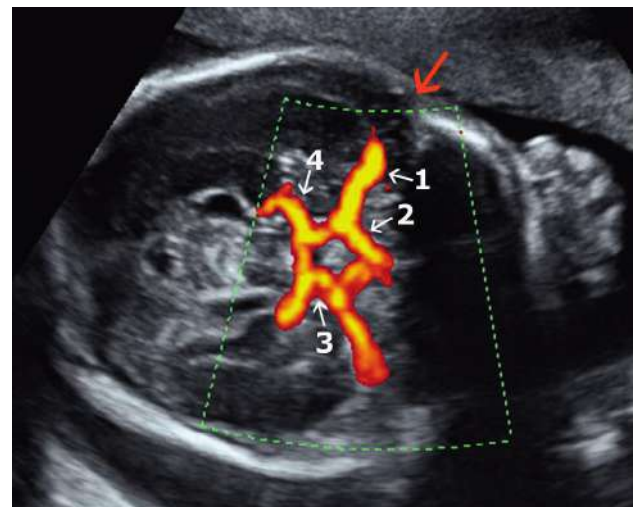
Polygone de Willis (29 SA). Coupe transversale du pôle céphalique. Étude en Doppler énergie. 1 : artère cérébrale moyenne; 2 : artère cérébrale antérieure; 3 : artère communicante postérieure; 4 : artère cérébrale postérieure. La flèche rouge (→) désigne la fenêtrure osseuse du ptérior en regard de l'axe de l'artère cérébrale moyenne.
